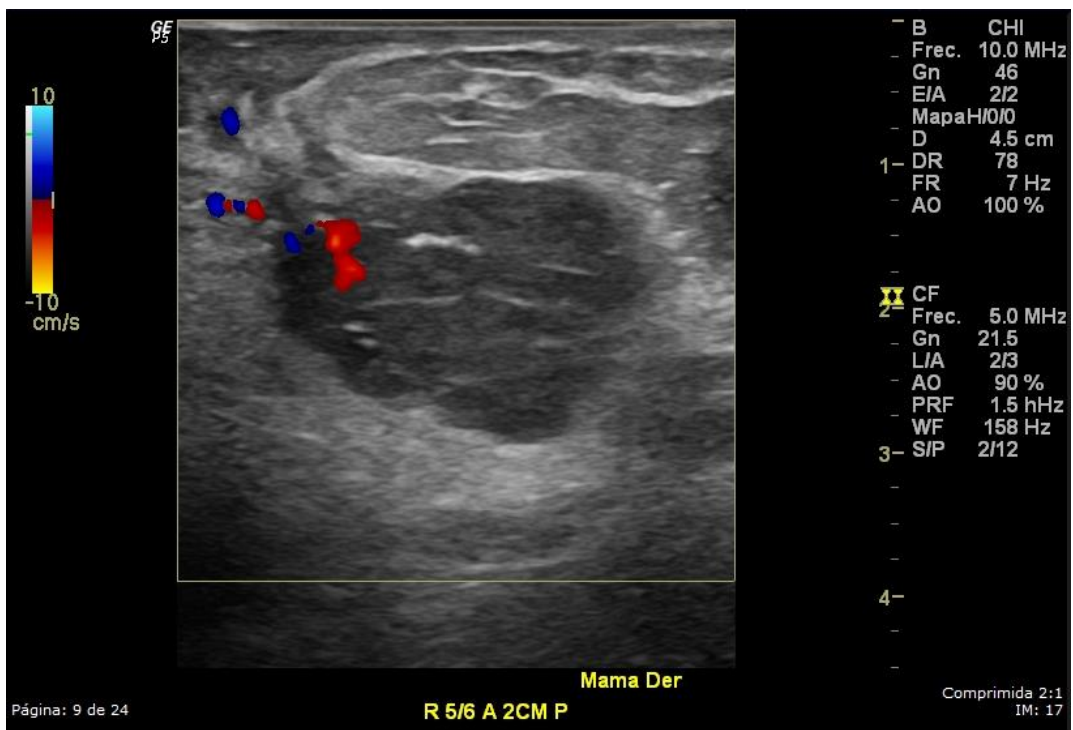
Carcinoma ductal invasivo grado 3 en una mujer de 60 años. Ultrasonido mamario que muestra una masa de forma irregular, orientación paralela, margen microlobulado, hipocóica, realce posterior y vascularidad interna. Ésta masa fue categorizada como BI-RADS 5.
